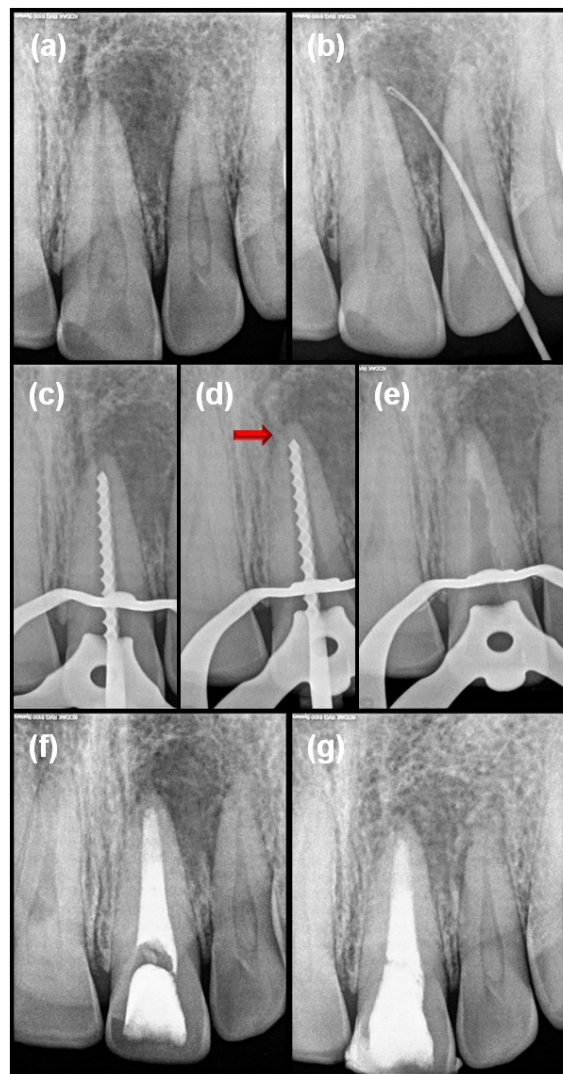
Caso no.1. (a) Radiografía inicial. (b) Fistulografía que confirma a la pieza dental no. 21 (incisivo central superior derecho) como la causante del tracto sinuoso. (c) Radiografía de conductometría. (d) Radiografía de colocación de contención apical de 0.5mm de polvo de hidróxido de calcio (flecha roja). (e) Radiografía de verificación de la adaptación de la barrera apical con MTA. Se observan excedentes de material en la pared del conducto. (f) Radiografía final del tratamiento de apexificación. (g) Radiografía de seguimiento a los 18 meses (1 años y 6 meses), donde se observa notable reducción en el tamaño de la lesión con marcada formación de hueso trabecular.
